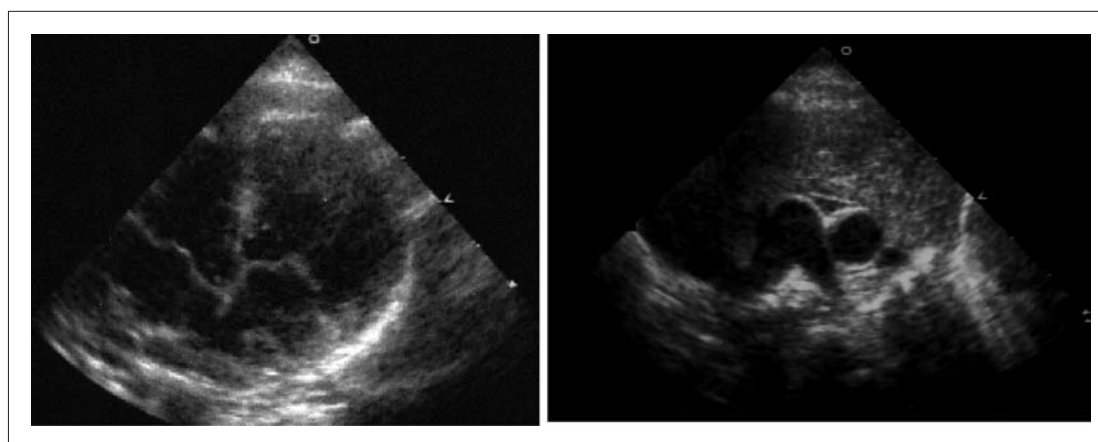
IVC drains to the right-sided atrium. Each transthoracic echocardiogram shows the AV valve attachment and arterial position {S,L,L}, which is different from the normal pattern. The left-sided AV valve locates near the apex, and it means that the left-sided AV valve is the tricuspid valve and the right-sided AV valve is the mitral valve (AV discordance) (A). L-malposition of the great arteries (B).
